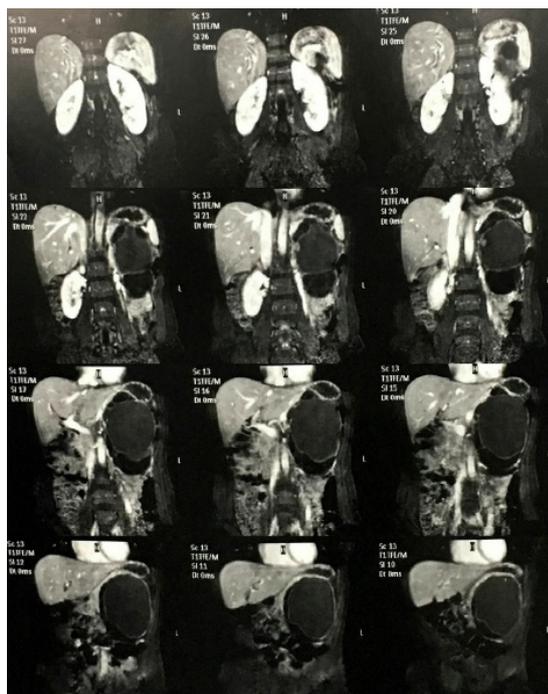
Cortes coronais de tomografia computadorizada do abdome sugestivos de lesão neoplásica cística em íntima relação com o corpo/cauda do pâncreas, medindo cerca de 13,9 x 11,9 x 10,3 cm (arquivo pessoal do autor, 2019).
